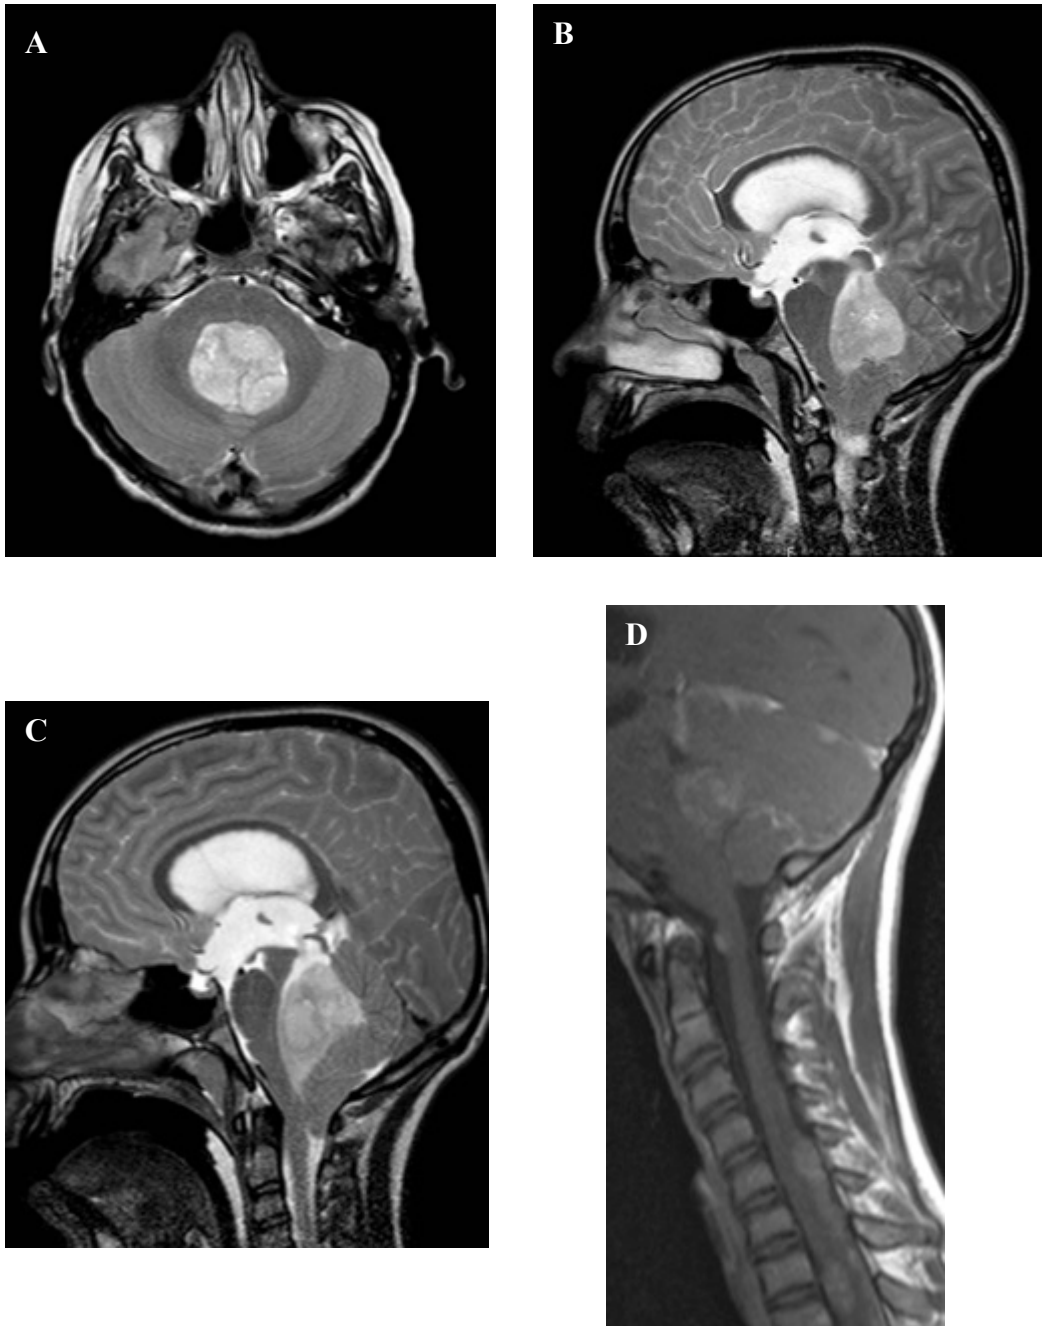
IRM cérébrale d'un médulloblastome de la fosse postérieure de risque standard en coupe axiale T2 (A) et sagittale T2 (B). Médulloblastome de la fosse postérieure de haut risque avec localisations secondaires médullaires en coupe sagittale T2 (C) et sagittale T1 avec injection de gadolinium (D).
